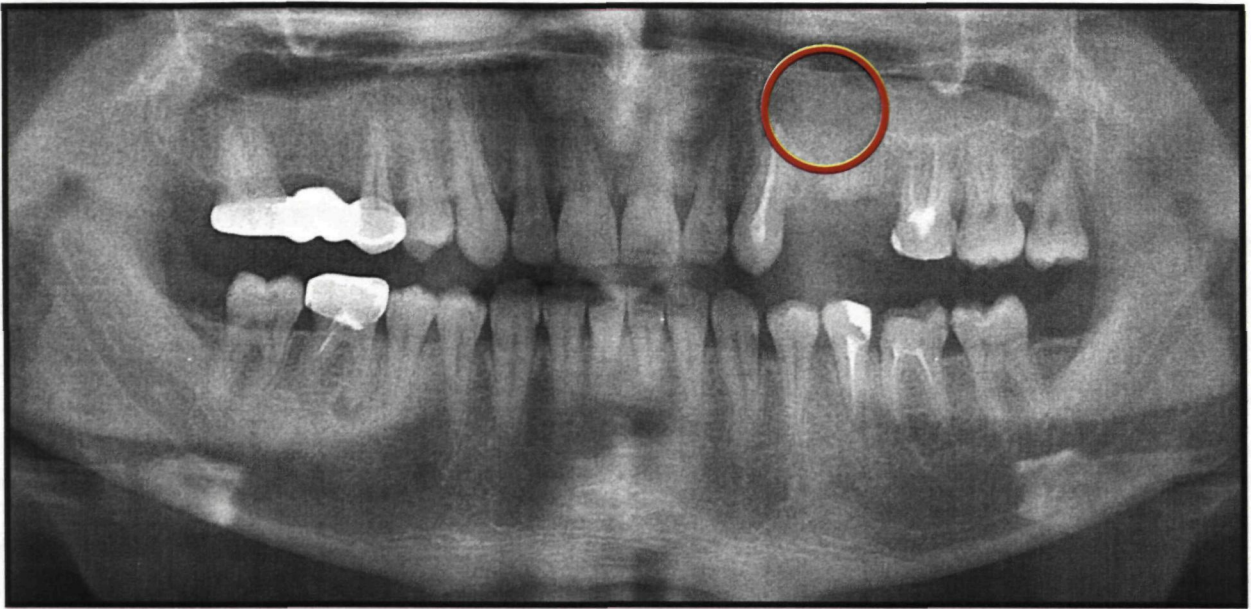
Тот же больной. Отпечаток ортопантомограммы сразу после операции цистэктомии с заполнением костного дефекта препаратом ОМСА-1
